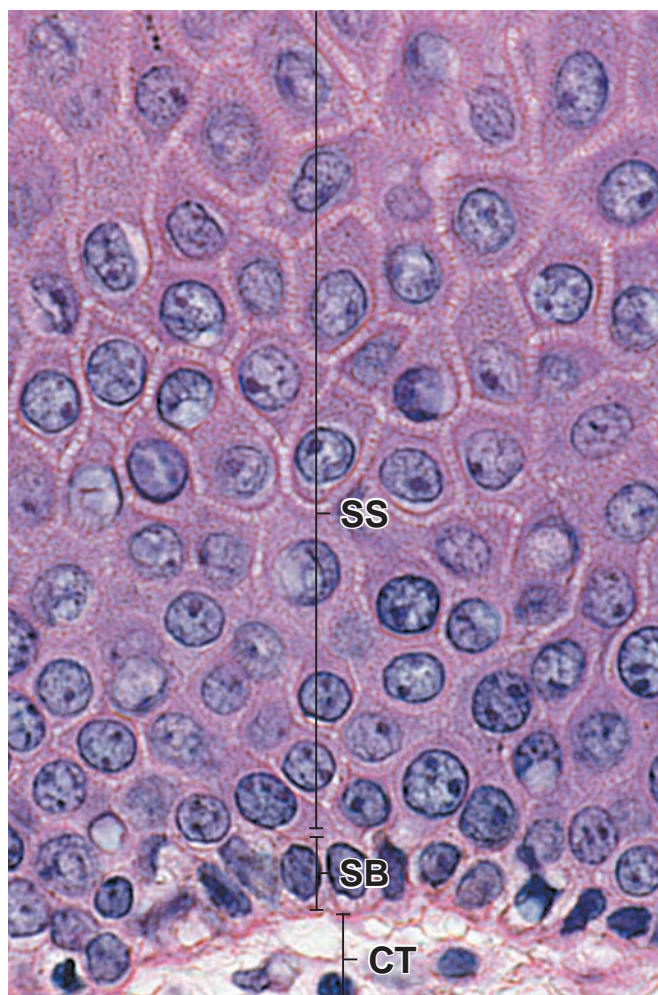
▲ Fotomicrografía de los estratos basal y espinoso. La epidermis de la piel fina se muestra aquí con más aumento. La capa de una célula de espesor en la base de la epidermis justo por encima del tejido conjuntivo (*CT*) de la dermis, es el estrato basal (*SB*). Las células de esta capa están apoyadas sobre la membrana basal. Una capa denominada *estrato espinoso* (*SS*) se encuentra justo por encima del estrato basal. Se compone de células que tienen “espinas” en sus superficies. Estas evaginaciones de aspecto espinoso están unidas a las evaginaciones espinosas de las células contiguas por medio de desmosomas y en conjunto se ven como puentes intercelulares. 640 X.
